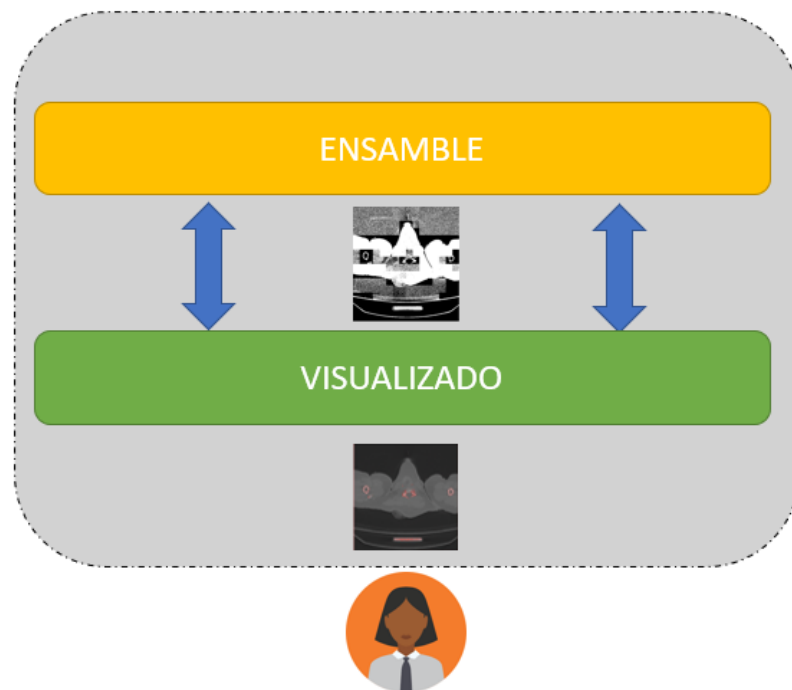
Comparativa de las tomografías en la etapa de ensamble a presentación y viceversa.
